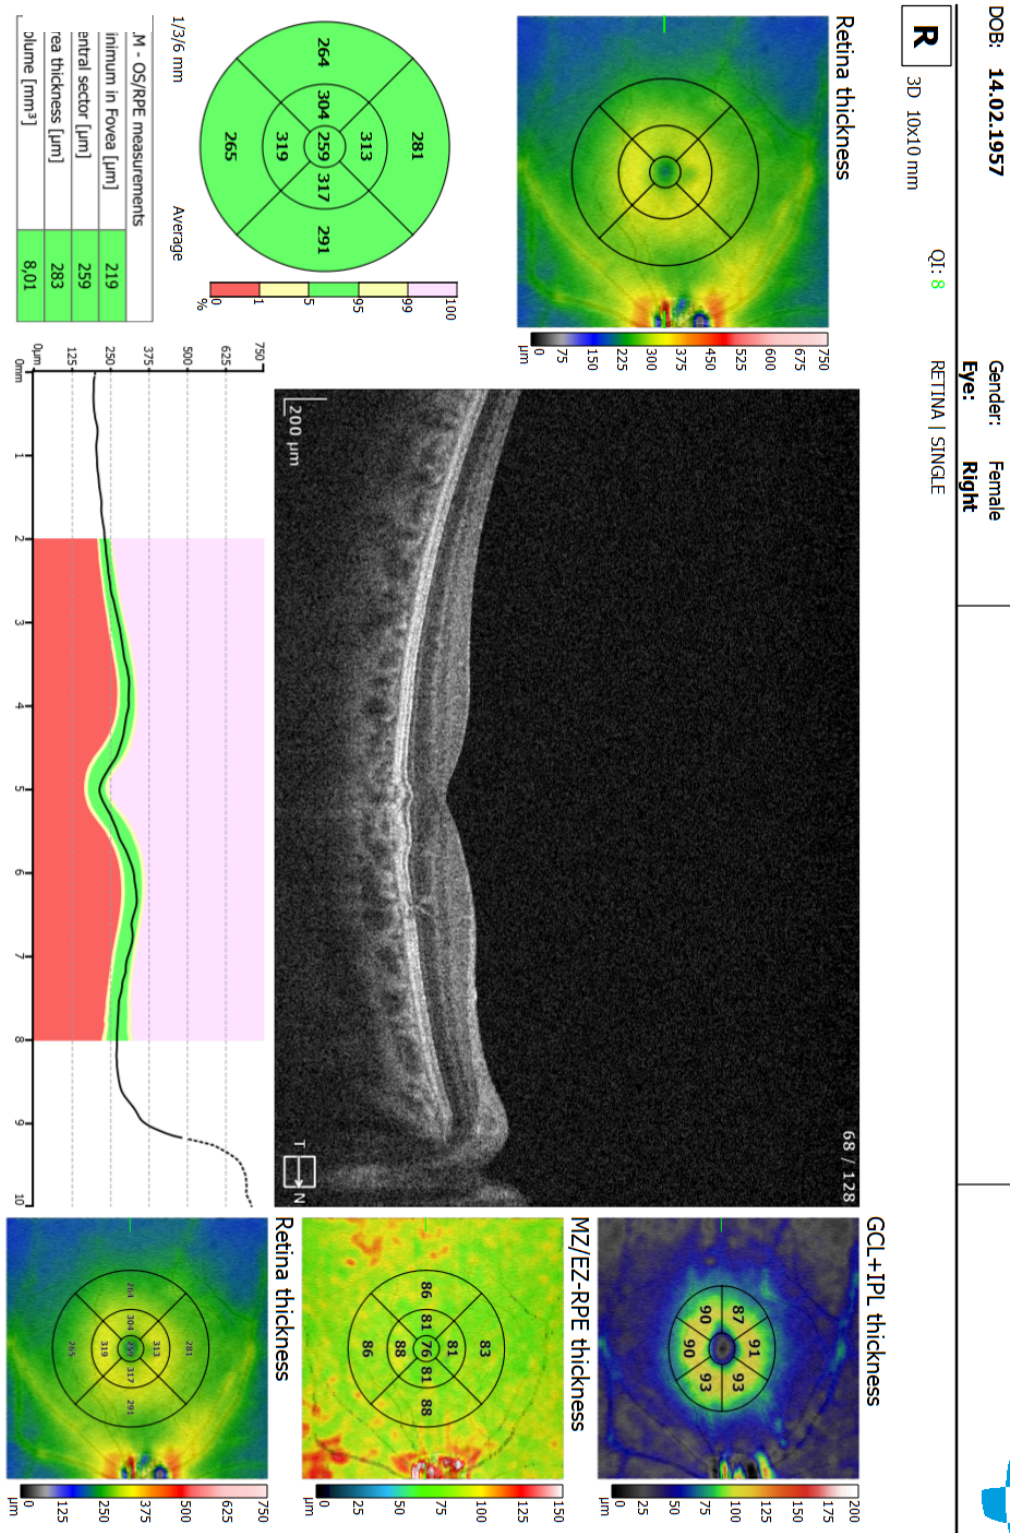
Протокол ОКТ макулярної ділянки правого ока: множинні малі друзи та декілька друз середнього розміру (діаметр від 63 до 124 мікрон).
